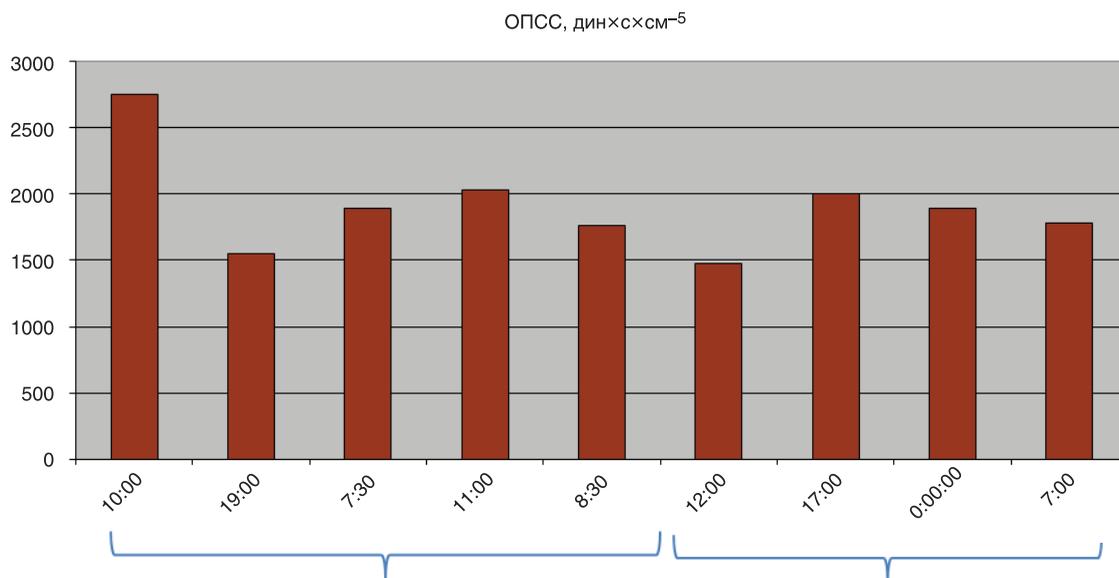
Динамика общего периферического сосудистого сопротивления в ходе инфузии серелаксина.
